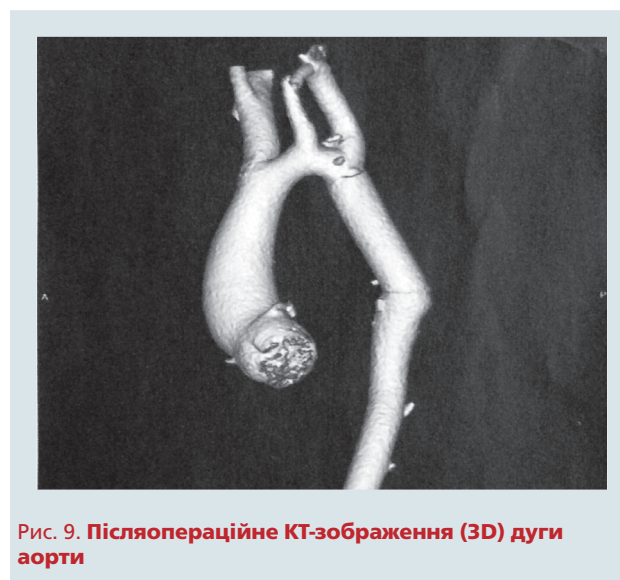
Післяопераційне КТ-зображення (3D) дуги аорти
